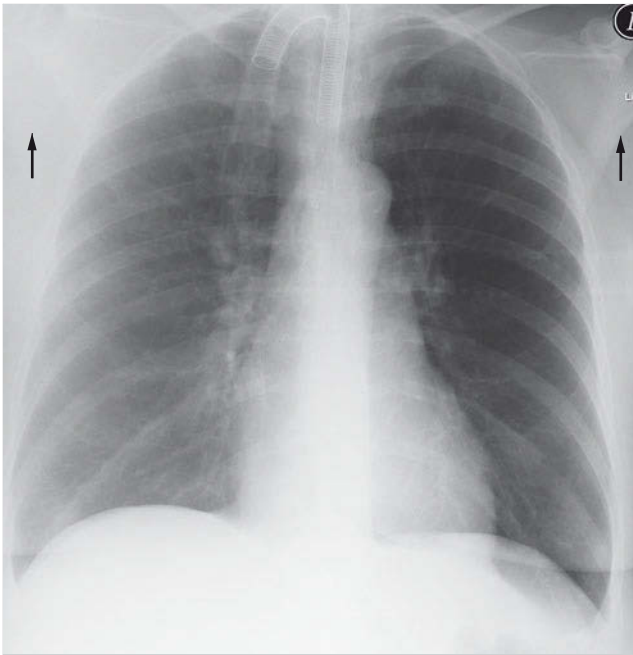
Rasterartefakt. Röntgenbild (Liegendaufnahme). Ungleiche Strahlentransparenz der Axillae beidseits (Pfeile) als Erkennungsmerkmal dieses Artefakts.
